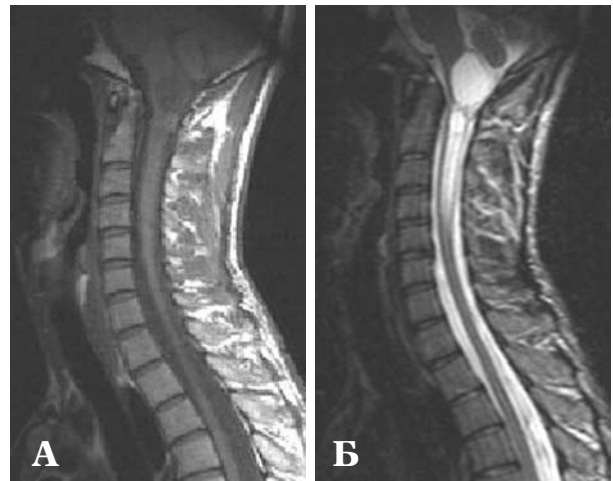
Томограма. Інтра-екстрамедулярна гемангіобластома на рівні краніоспинального переходу. T1-ЗЗ в сагітальній площині (А) — кіста та ледве помітний екстрамедулярний компонент. T2-ЗЗ в сагітальній площині (Б) — кіста та набряк шийного відділу спинного мозку, інтра- та екстрамедулярні компоненти візуалізуються погано. Контрастування не застосовували, що ускладнило визначення межі інтрамедулярного компонента та мозку, не дозволило точно визначити напрямок росту екстрамедулярного компонента.
